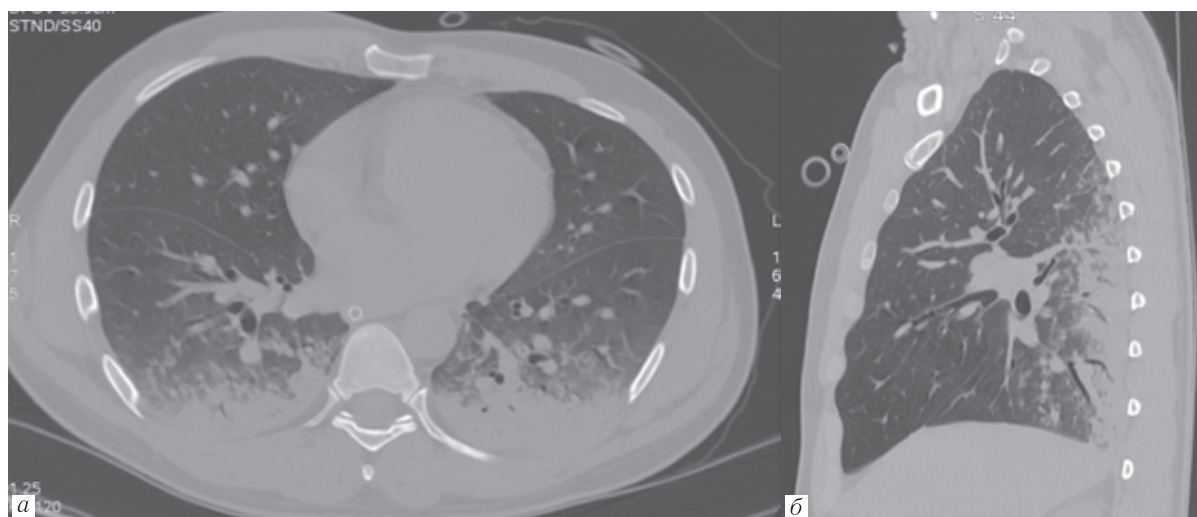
МСКТ грудной клетки в 1-е сутки. Аксиальная (*а*) и сагиттальная проекции (*б*). Инфильтративные изменения в базальных сегментах обоих легких
